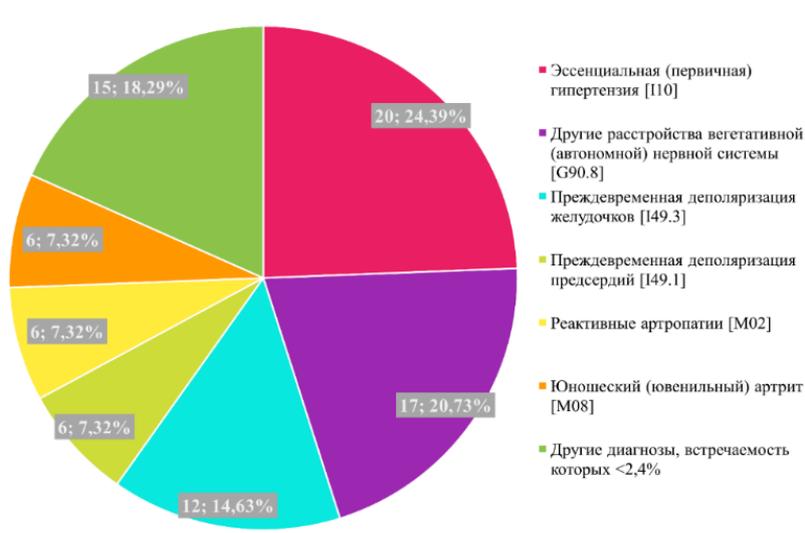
Диагнозы, фигурирующие при УЗИ, на которых были обнаружены патологических явления
